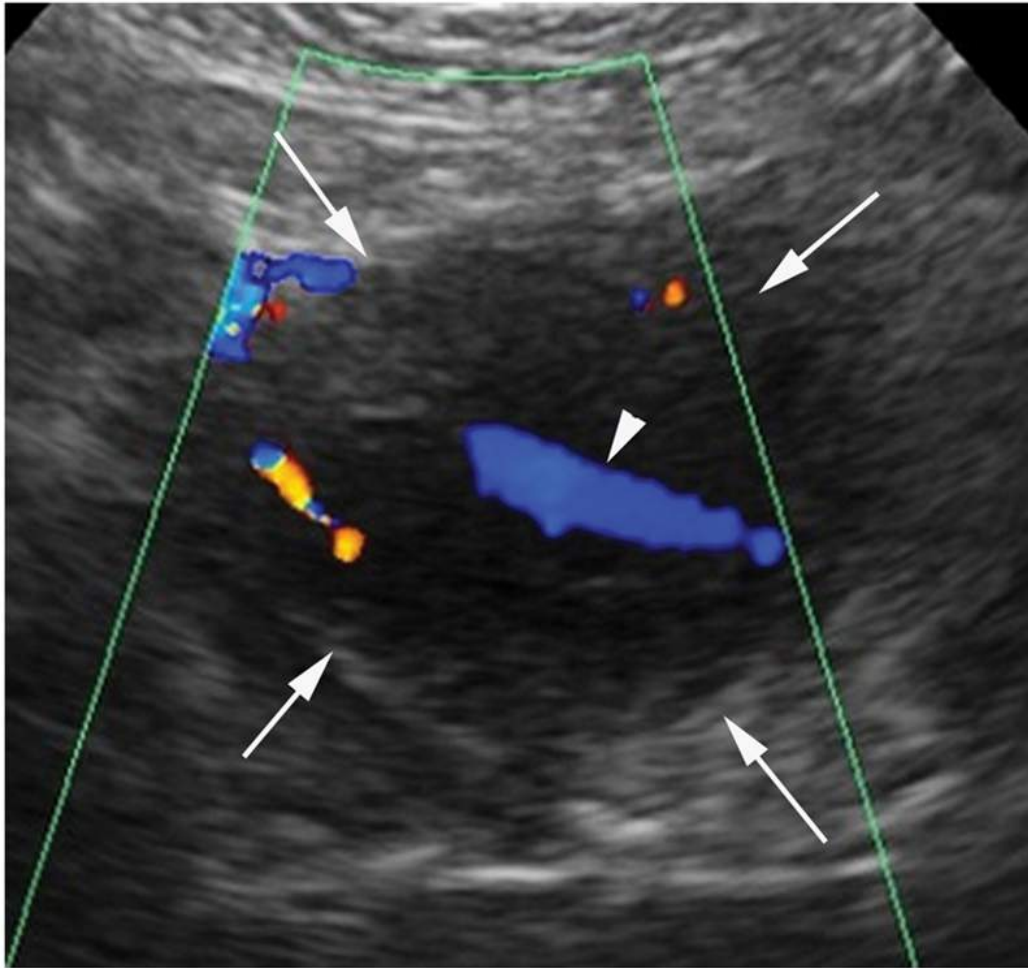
Nodule mésentérique hypoéchogène chez une patiente adressée en échographie pour exploration de douleurs abdominales chroniques. Le nodule de 35 mm est centré sur les vaisseaux mésentériques. Il s'agissait d'un lymphome malin non hodgkinien primitif du mésentère.
